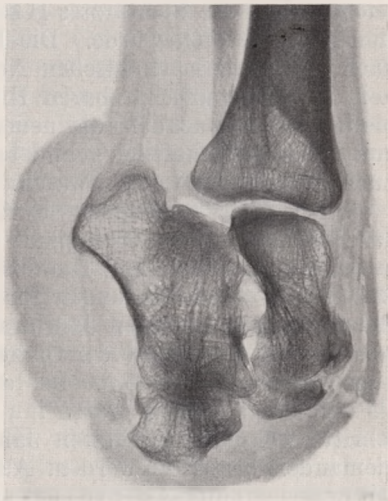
Röntgenbild, wie Fig. 1, von einem Klumpfuß.
